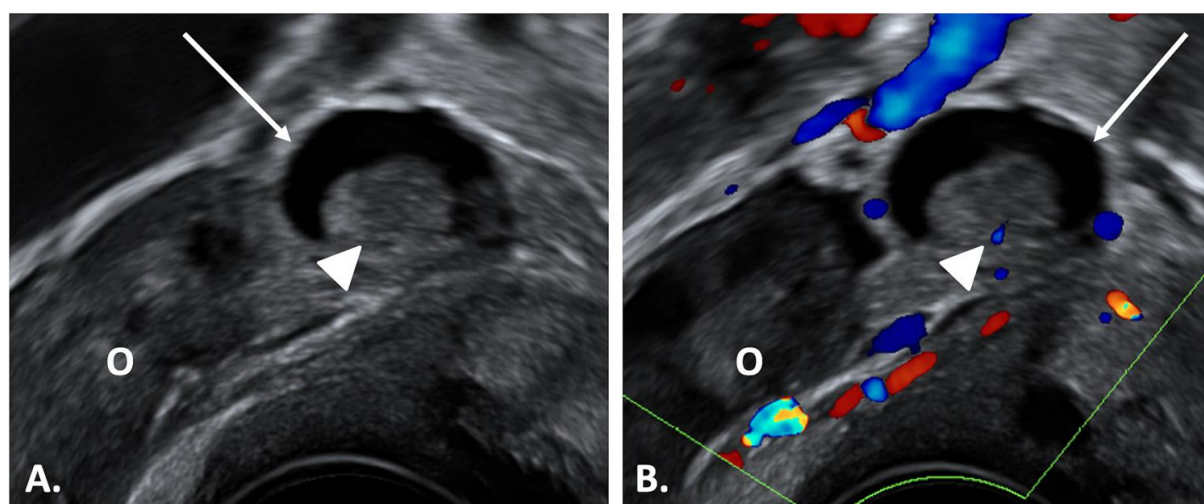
Patiente âgée de 48 ans, G1 P1, non ménopausée, marqueurs tumoraux normaux, porteuse d'une TOB droite de type séreux. Echographie pelvienne par voie endovaginale, vue sagittale (A) montrant une lésion mixte, kystique (flèche) uniloculaire avec une végétation endokystique (tête de flèche), contenant un pédicule vasculaire central (tête de flèche) en Doppler couleur (B). O : ovaire sain homolatéral. [82]
